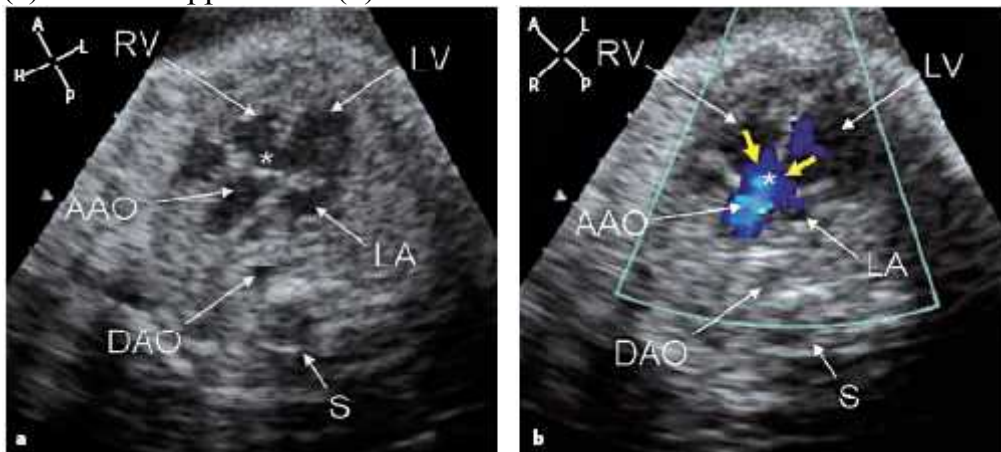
Tắc nghẽn đường ra thất trái do u ở VLT trên 2D (a), doppler màu (b) và doppler xung (c) ở thai 35 tuần.
